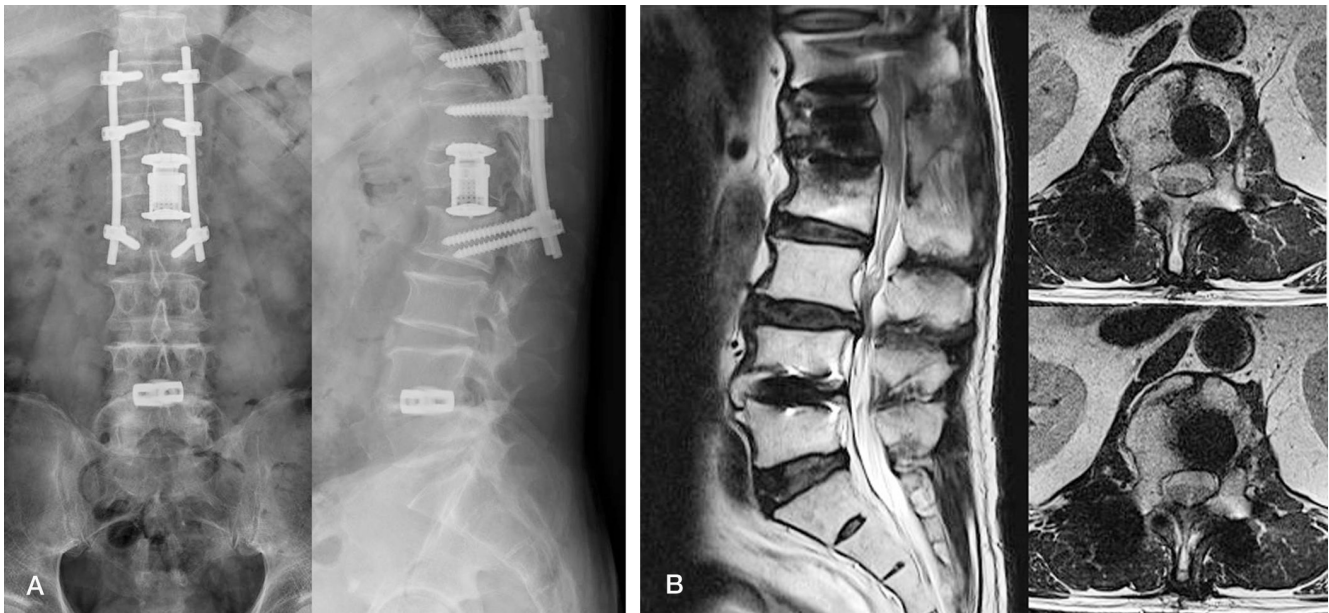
(A) After anterior operation, postoperative anteroposterior and lateral view of plain radiographs shows anterior decompression and cage insertion state. (B) MR images shows decompression of canal encroachment on L1.
